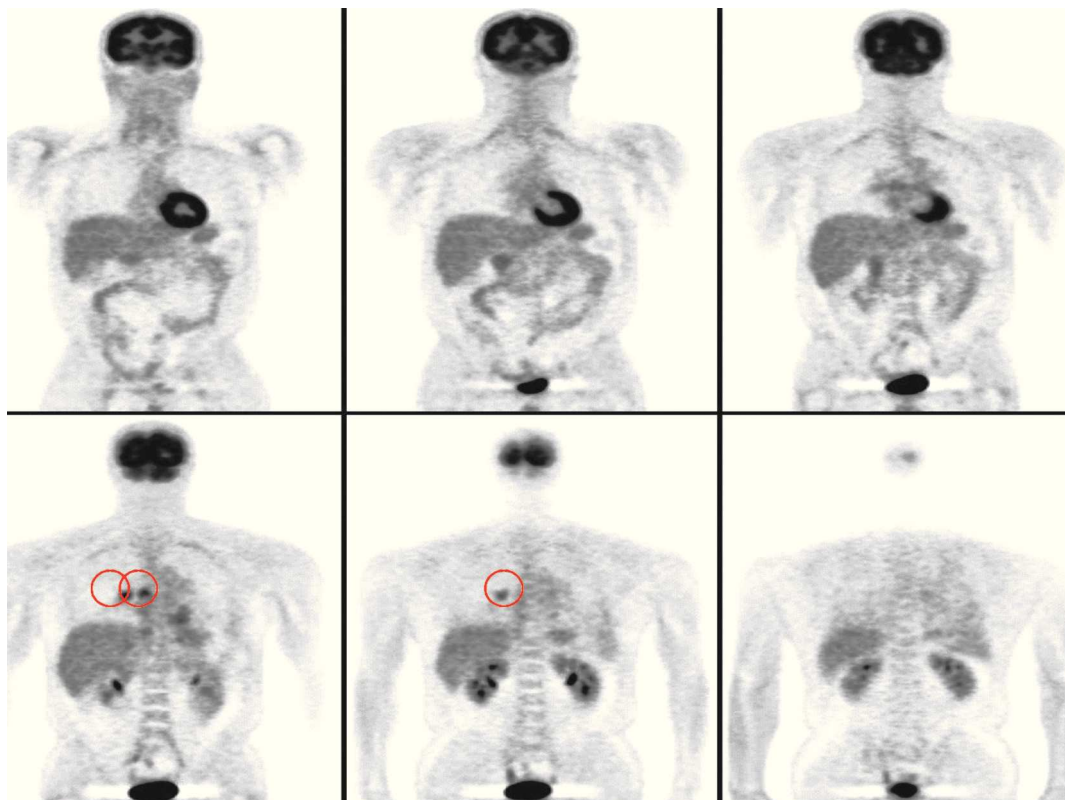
PET: O foco na região média do pulmão direito junto ao hilo corresponde muito provavelmente ao tumor primário. Dois outros pequenos focos confluentes em posição mais medial, a nível infracarinal e/ou peribrônquico à direita, são muito provavelmente de origem metastática e correspondentes a gânglios linfáticos
